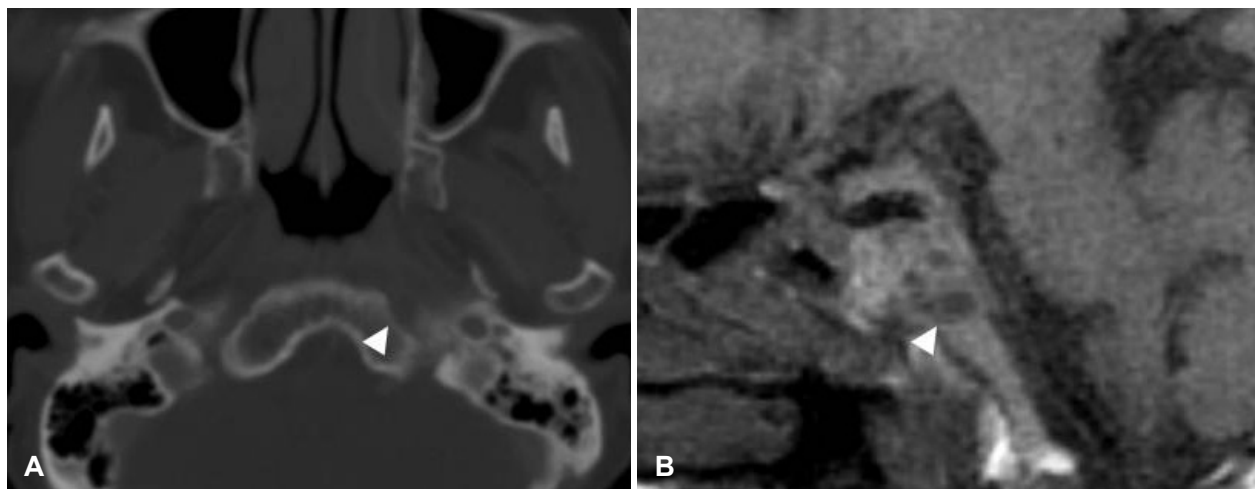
Low signal intensity of fatty marrow on T1 weighted image. CT image demonstrates cortical erosion (arrowhead) at the left anterior basiocciput (A). T1-weighted spin-echo image reveals hypointense signal intensity in the clivus (arrowhead) (B).
